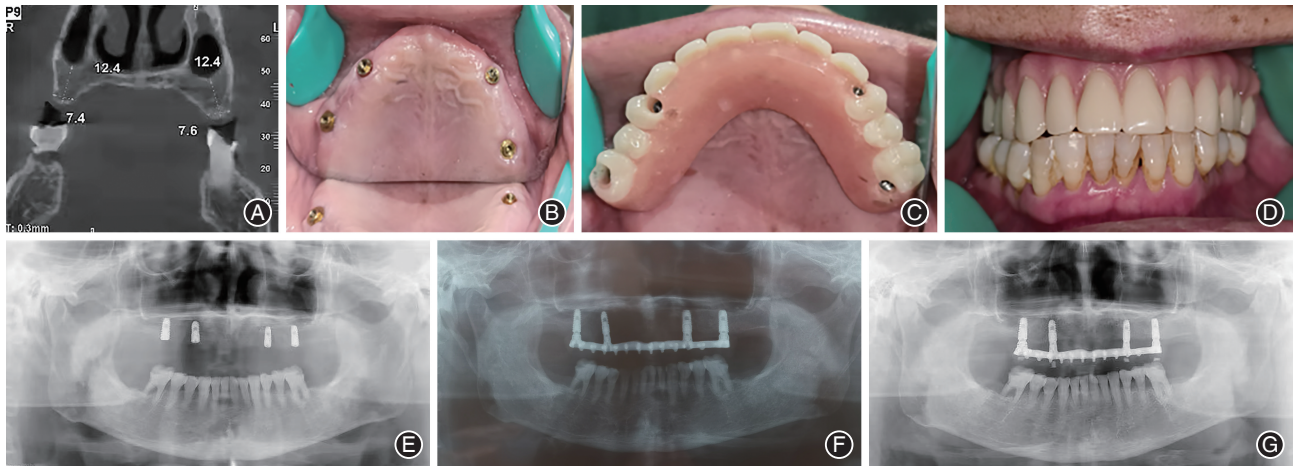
老年患者种植修复典型病例治疗前后图像资料 A:术前CBCT影像,示患者骨量尚可,可行种植手术;B:安装复合基台后的口内照,示种植体周围牙龈健康;C:最终口内修复效果殆面照;D:最终口内修复效果正面咬合照,示患者种植牙稳定,咬合接触良好;E:术后即刻全颌曲面断层片,示种植体位置合适,有较好的平行度;F:术后3个月全颌曲面断层片,示种植体周围无明显骨吸收;G:术后1年复查全颌曲面断层片,示种植体周围无明显骨吸收。
